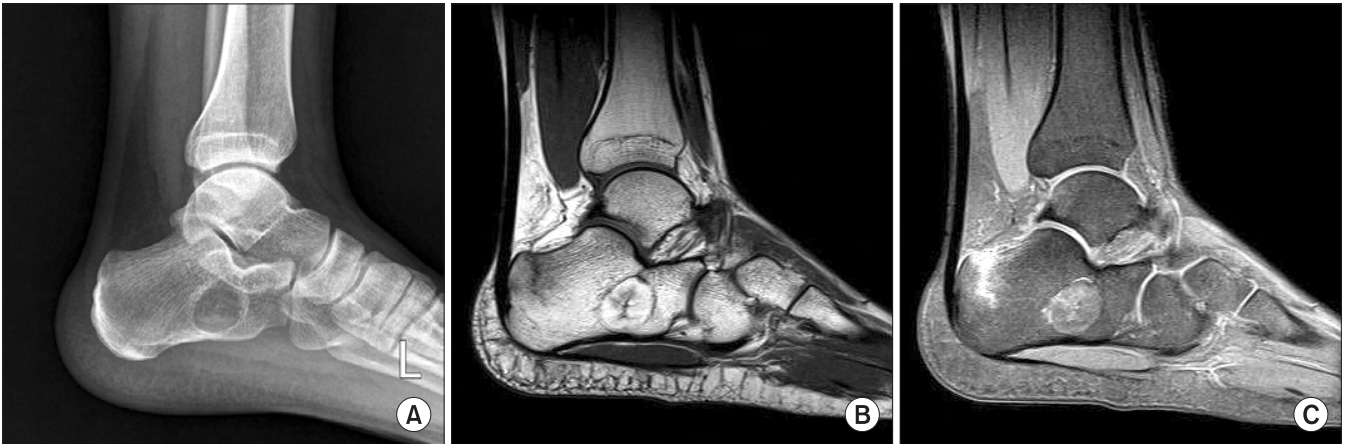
(A) Radiolucent cystic lesion with well-defined margin in calcaneus found in radiograph after playing soccer. (B) T1-weighted MRI showed well-defined fat signal mass and vertical fracture line on posterosuperior aspect of calcaneus. (C) T2-weighted MRI showed well-defined mass and vertical fracture on calcaneus with perilesional bone contusion.
